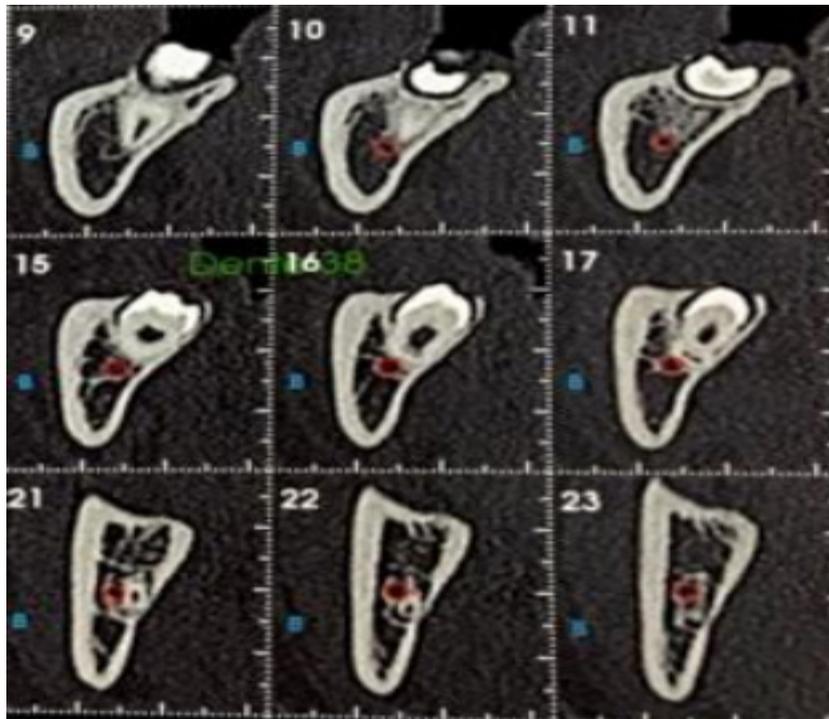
Tomografia Computadorizada do elemento 38
